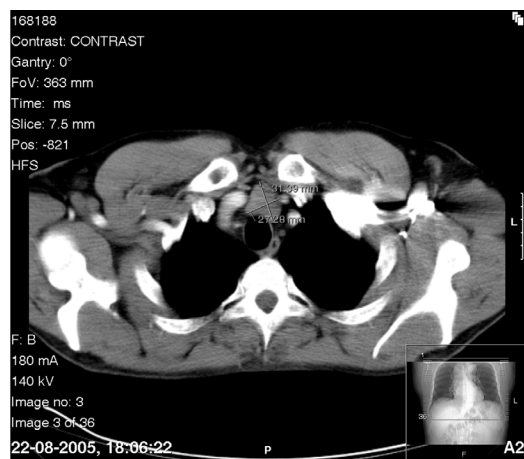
TAC torácica: formação nodular com dimensões de 31 x 27 mm, no grupo pré-traqueal
